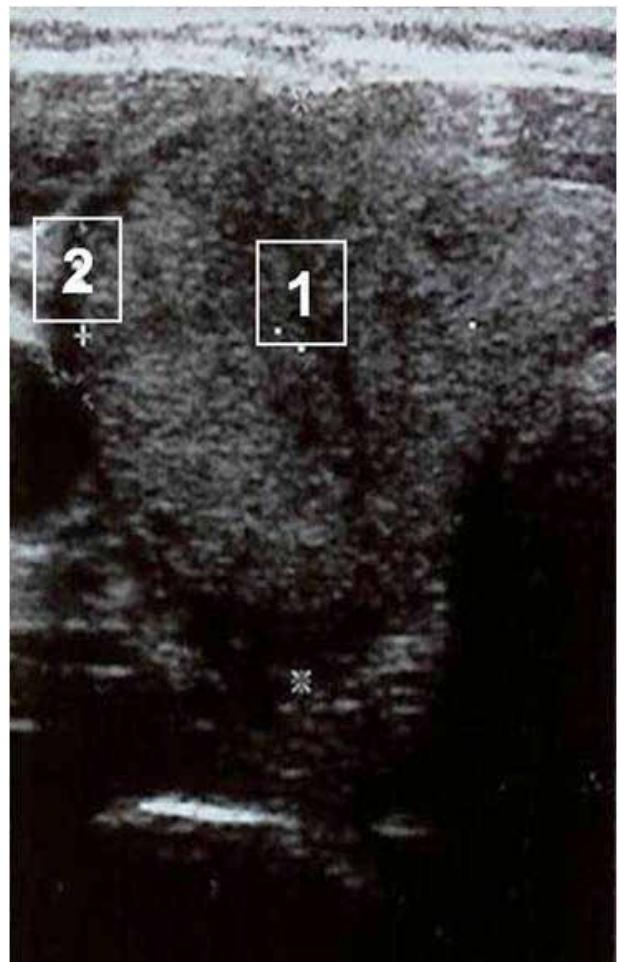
Ecografia da glândula tiróide (lobo direito) realizada na admissão (1 – zona hipocogénica; 2 – edema capsular).
